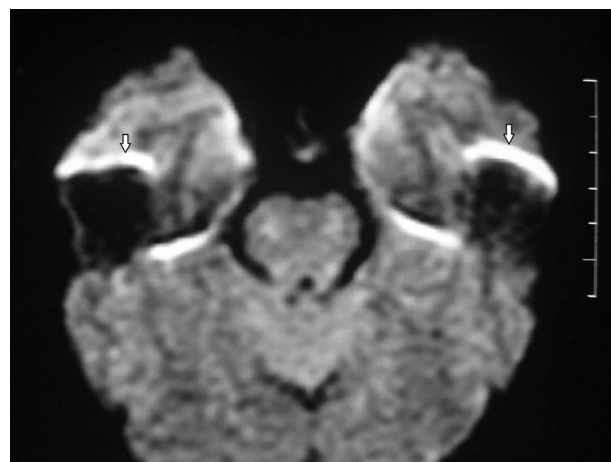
RM de cerebro, corte axial, con difusión: se identifican hiperintensidades en la topografía de los lóbulos temporales por artefacto de los peñascos (flechas). Corresponde al artefacto de susceptibilidad magnética.
